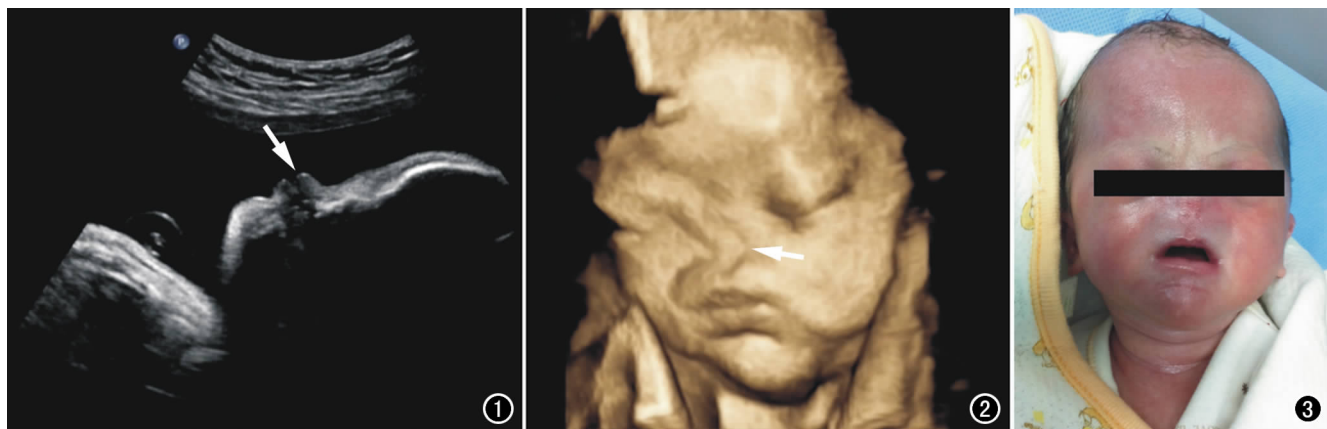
B 超正中矢状切面图像未见正常的鼻骨及外鼻形态(箭)。 图 2 三维超声未显示正常的鼻骨及外鼻形态(箭)。
